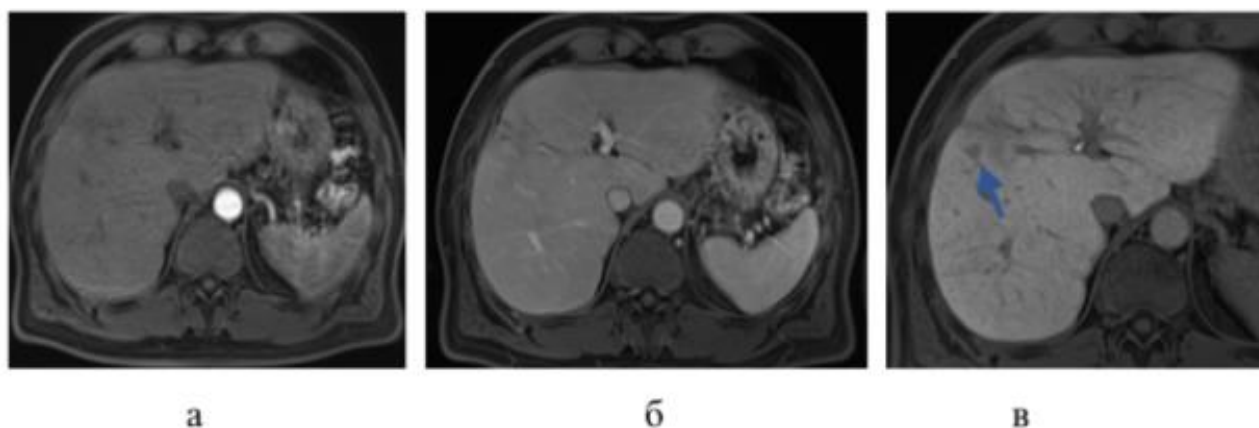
МРТ печени пациента с гепатоцеллюлярным раком с гепатоспецифическим контрастным веществом, аксиальные плоскости: а — артериальная фаза; б — венозная фаза; в — гепатобилиарная фаза
